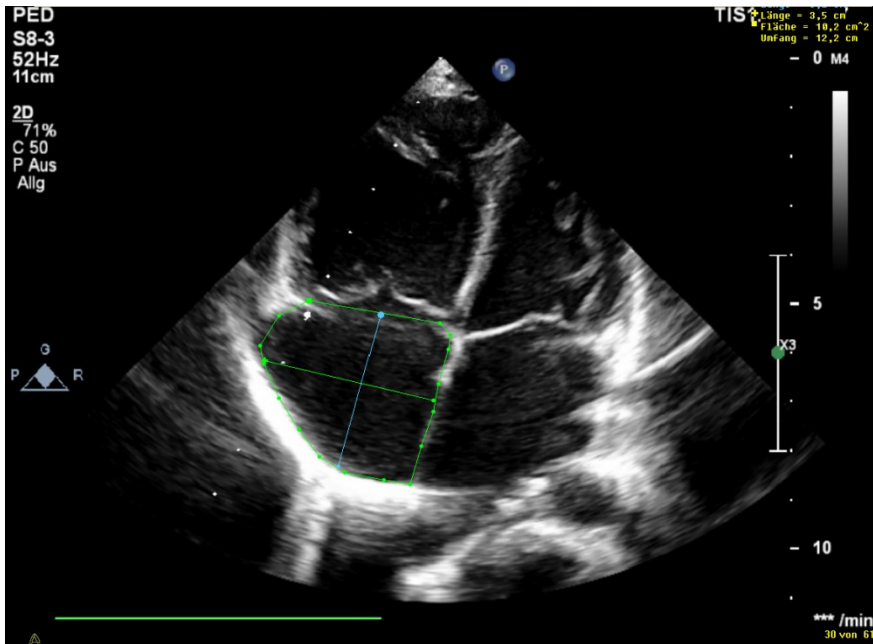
2D Echokardiographie- Messungen von Länge, Breite und Fläche des RA im 4-Kammerblick: 6- jähriger Bub mit primärer PAH .
